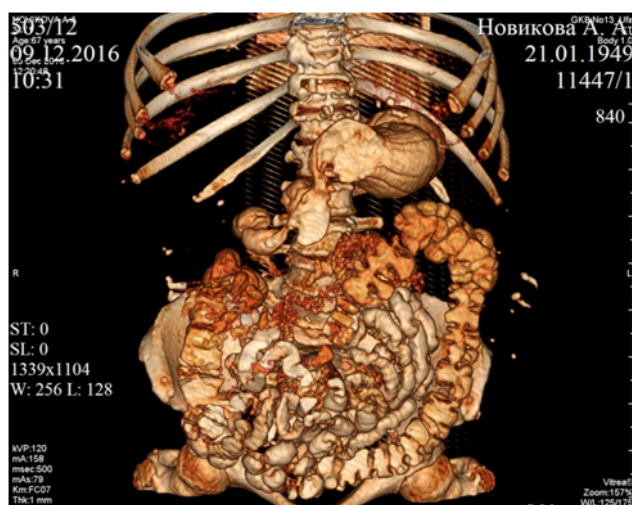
Рентгеномографическая картина с 3D визуализацией при хронической спаечной болезни брюшины. / Fig. 1. Rentgenologicsky picture with 3D visualization in chronic adhesive disease of the peritoneum.
